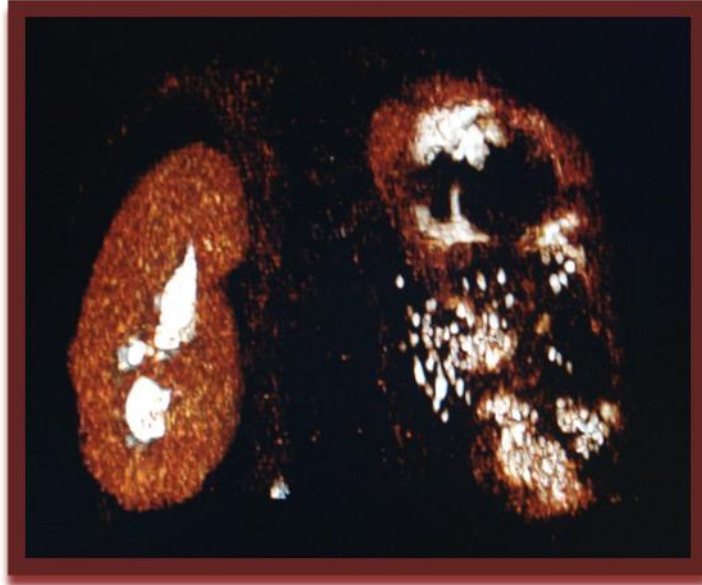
Estudio de Uro TC fase nefro- pielica 3D muestra carcinoma de urotelio.
